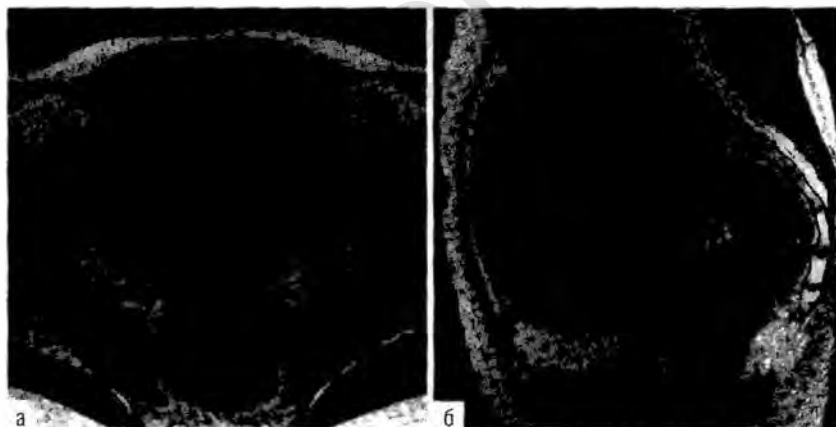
Магнитно-резонансная томограмма миомы до эмболизации маточных артерий: а — изображение миомы матки в аксиальной плоскости; б — T2-взвешенное изображение в сагиттальной плоскости миомы той же пациентки.
